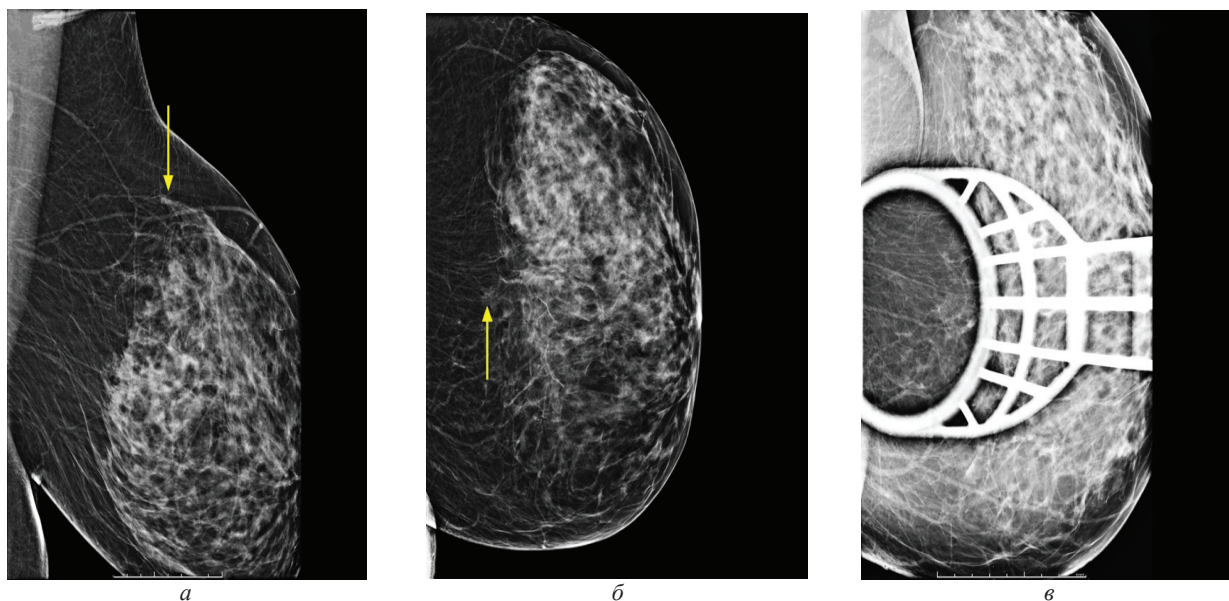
Обзорные маммограммы в двух стандартных проекциях и прицельный снимок с прямым увеличением изображения левой молочной железы пациентки Т., 62 г.: а, б – обзорные маммограммы левой молочной железы в косой и прямой проекциях; в – прицельный снимок левой молочной железы, выполненный с прямым увеличением изображения; определяется В тип рентгенологической плотности ткани молочной железы, на границе верхних квадрантов визуализируется участок скопления плеоморфных кальцинатов - категория BI-RADS 4c (стрелки)
